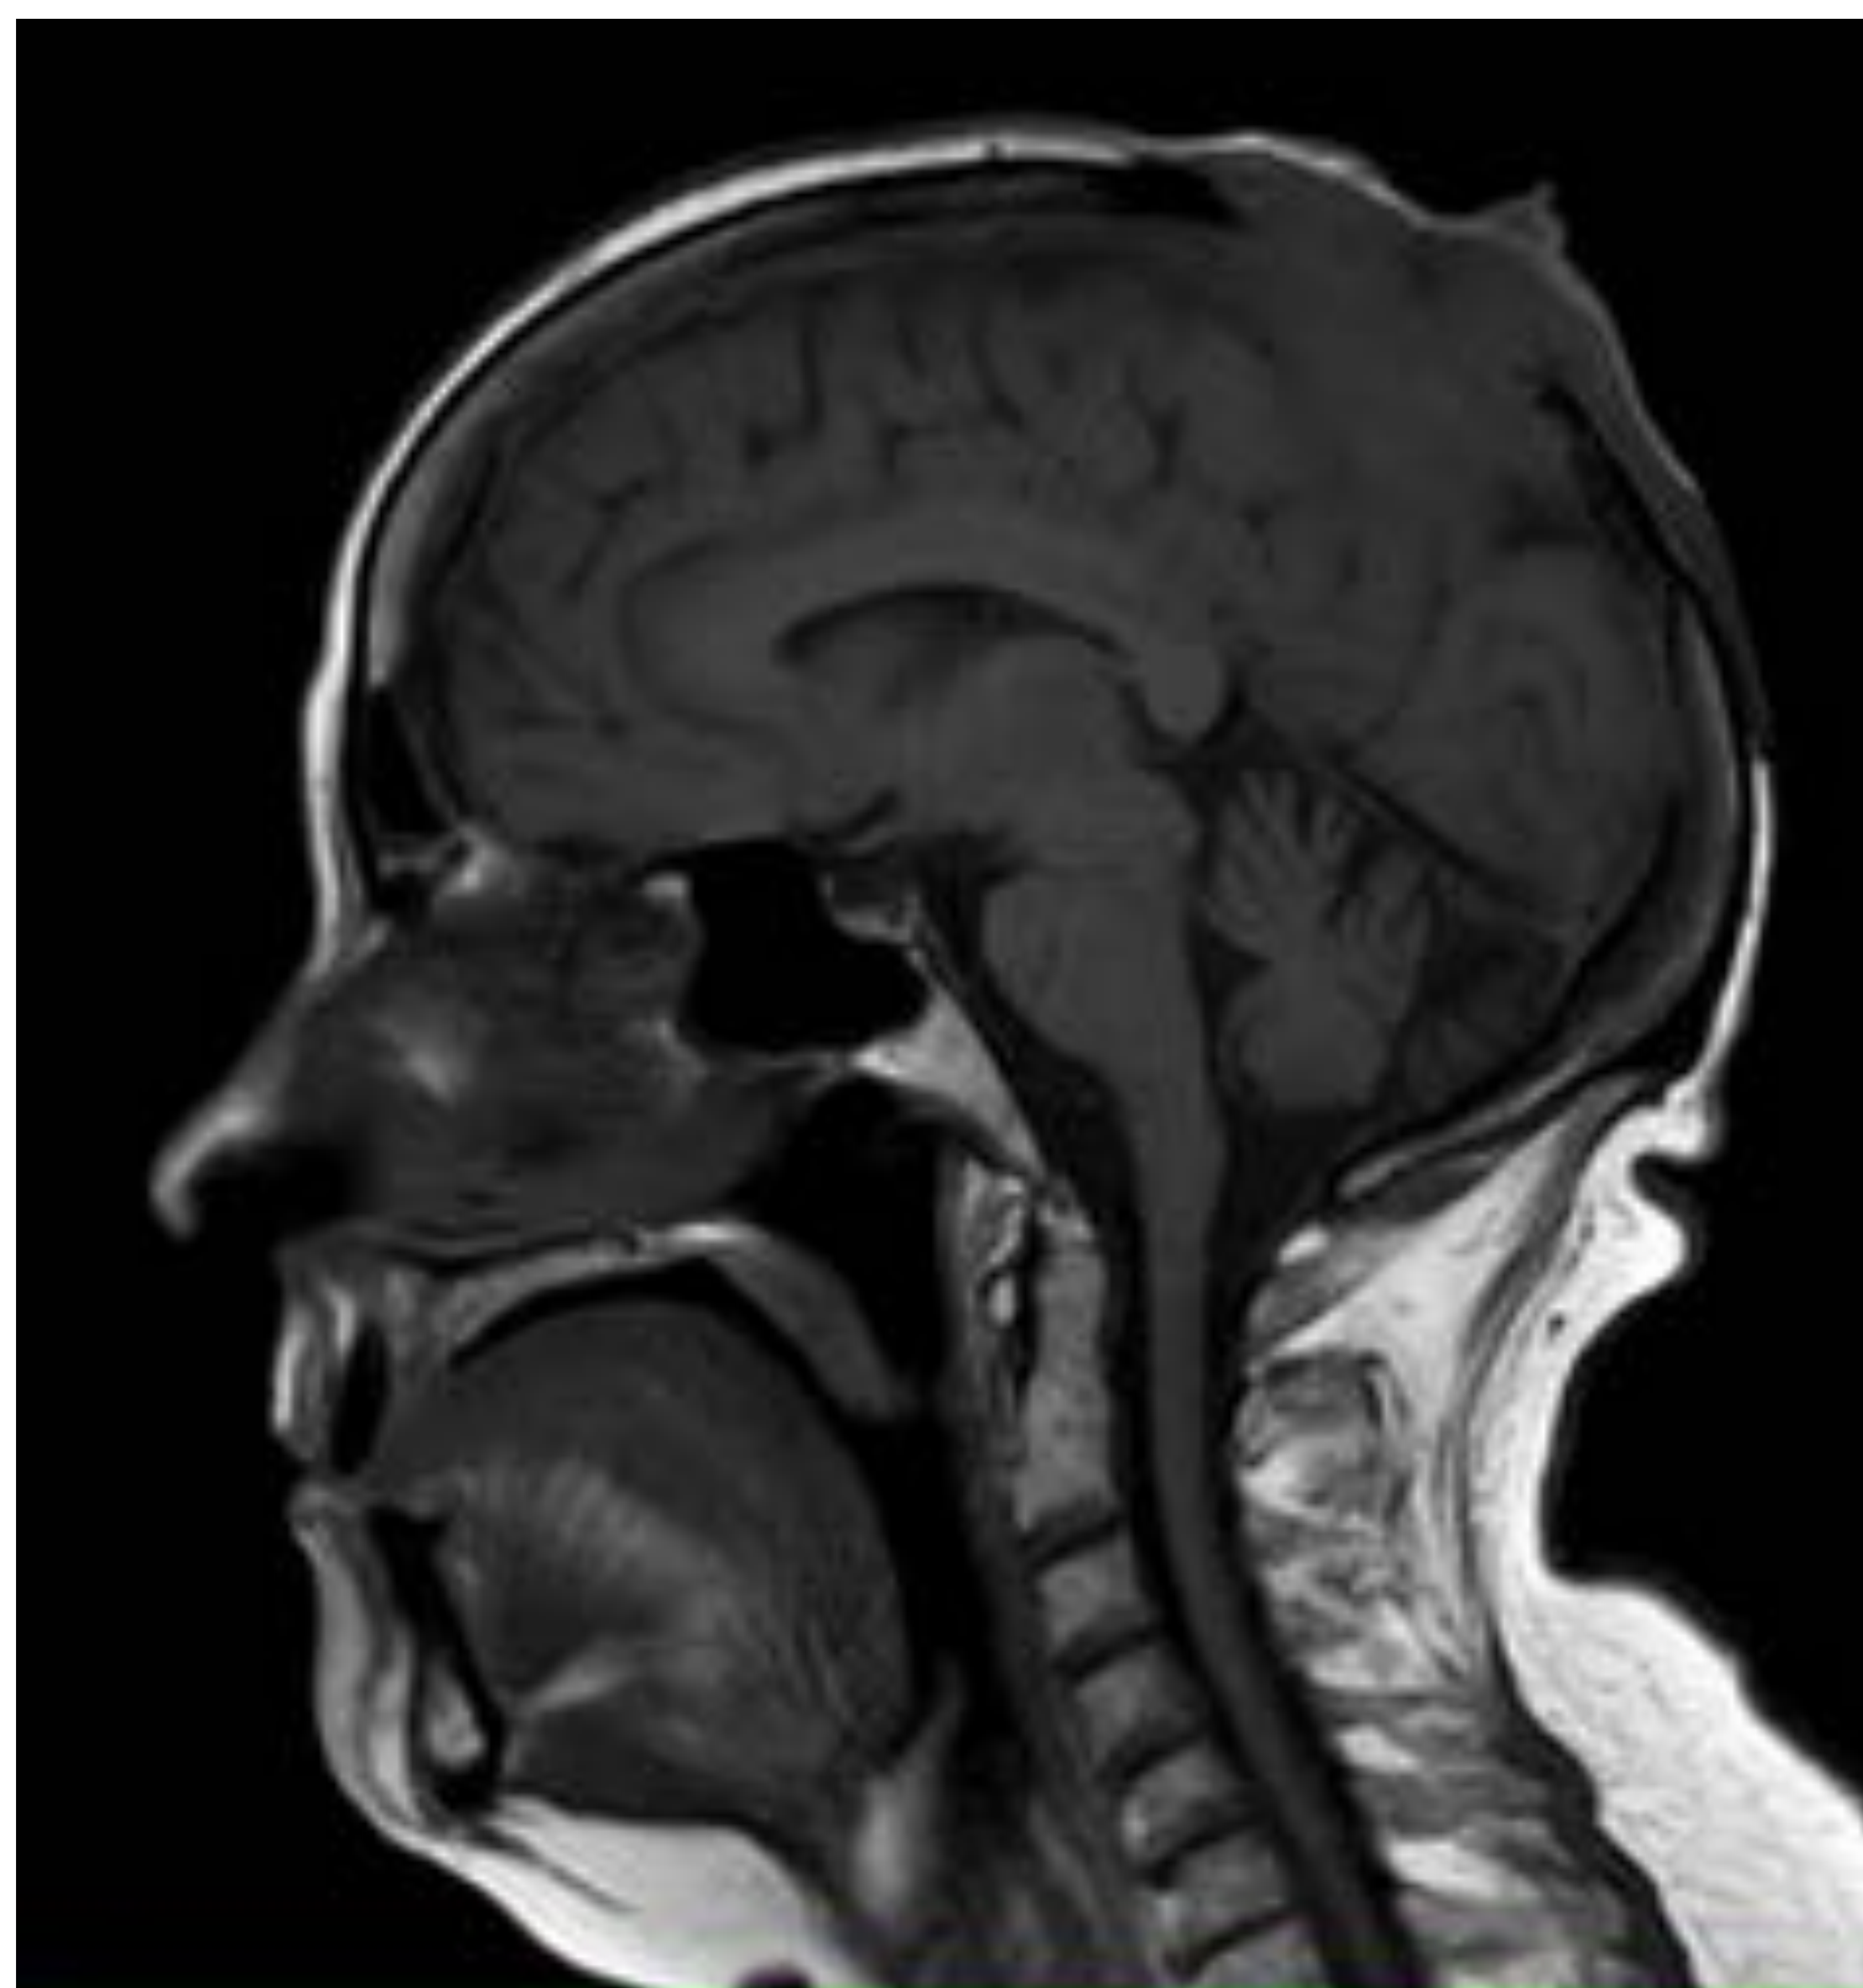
RM: sec. T1 sagital, T2 axial y gadolinio.
